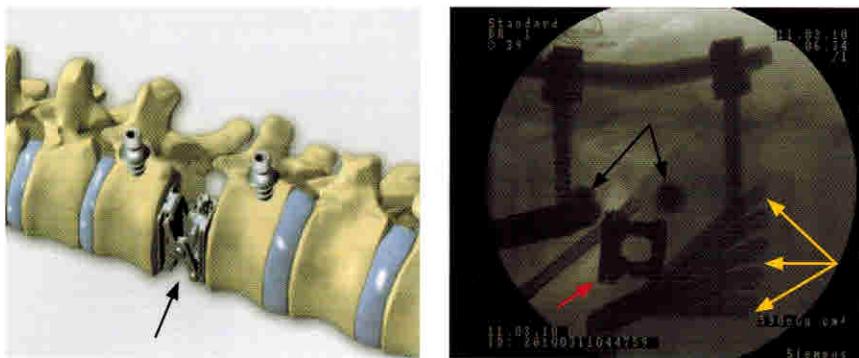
Вид дистрактора в рабочем положении (стрелка), установленного между позвонками на модели позвоночного столба (а) и б) интраоперационная рентгенограмма дистрактора (красная стрелка) между здоровым и целыми фрагментами сломанного позвонка. Видна установленная ранее транспедикулярная конструкция, а также веер (тройная стрелка), удерживающий диафрагму и тень от винтов (двойная стрелка), казади от дистрактора.
